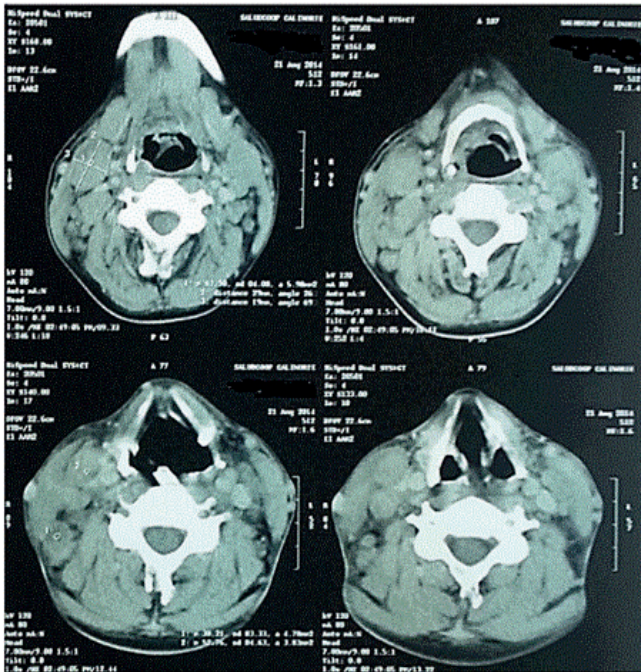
Corte axial de TAC de cuello contrastada que muestra asimetría pterigo-amigdalina con una masa de aproximadamente 22 x 22 mm y adenopatía a nivel submaxilar derecho de 28 mm.
